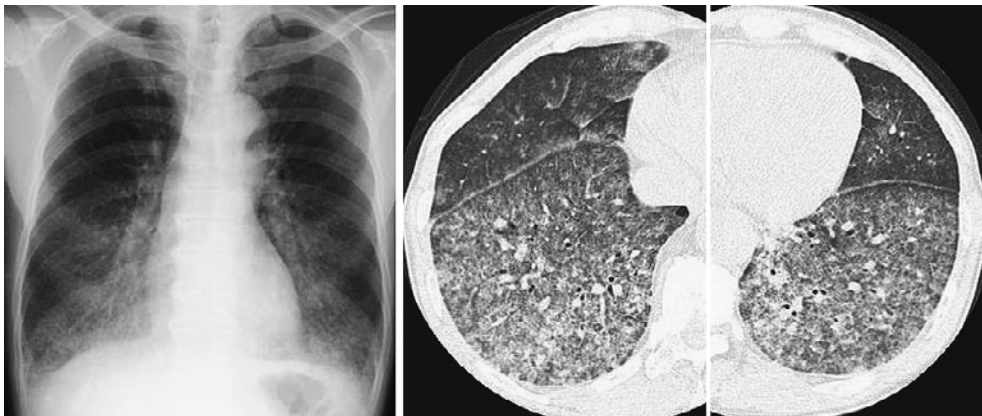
Chest X ray film (left) and chest CT (right) on admission showed a bilateral lower ground glass appearance.
